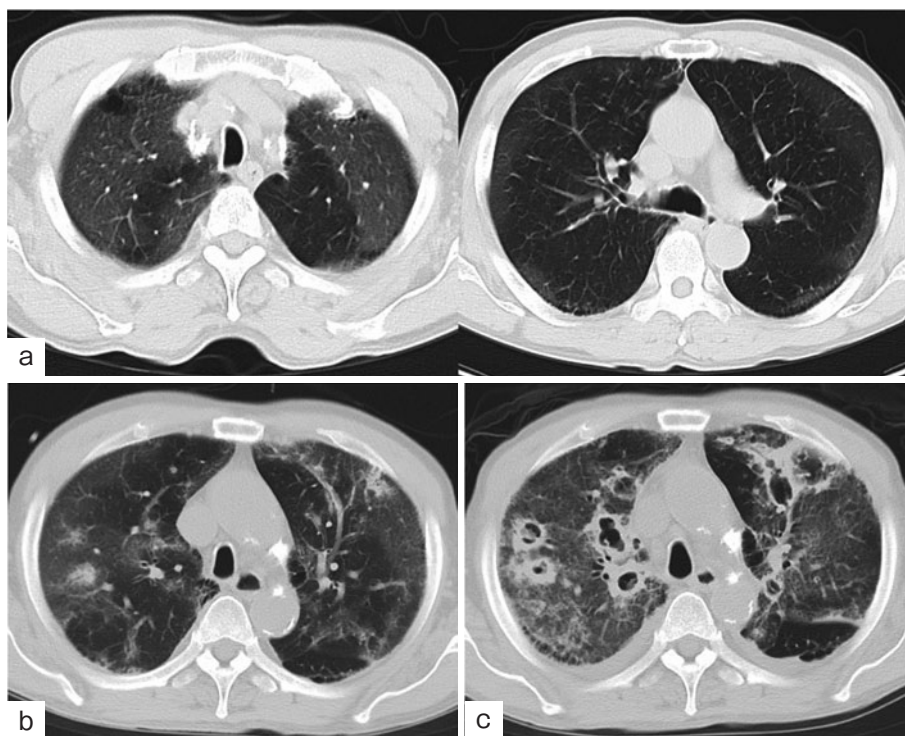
胸部CT画像。(a)入院時に両肺野末梢優位にすりガラス陰影を認めた。(b)第11病日に多発結節影が出現し、(c)第21病日には多発空洞性病変となった。
